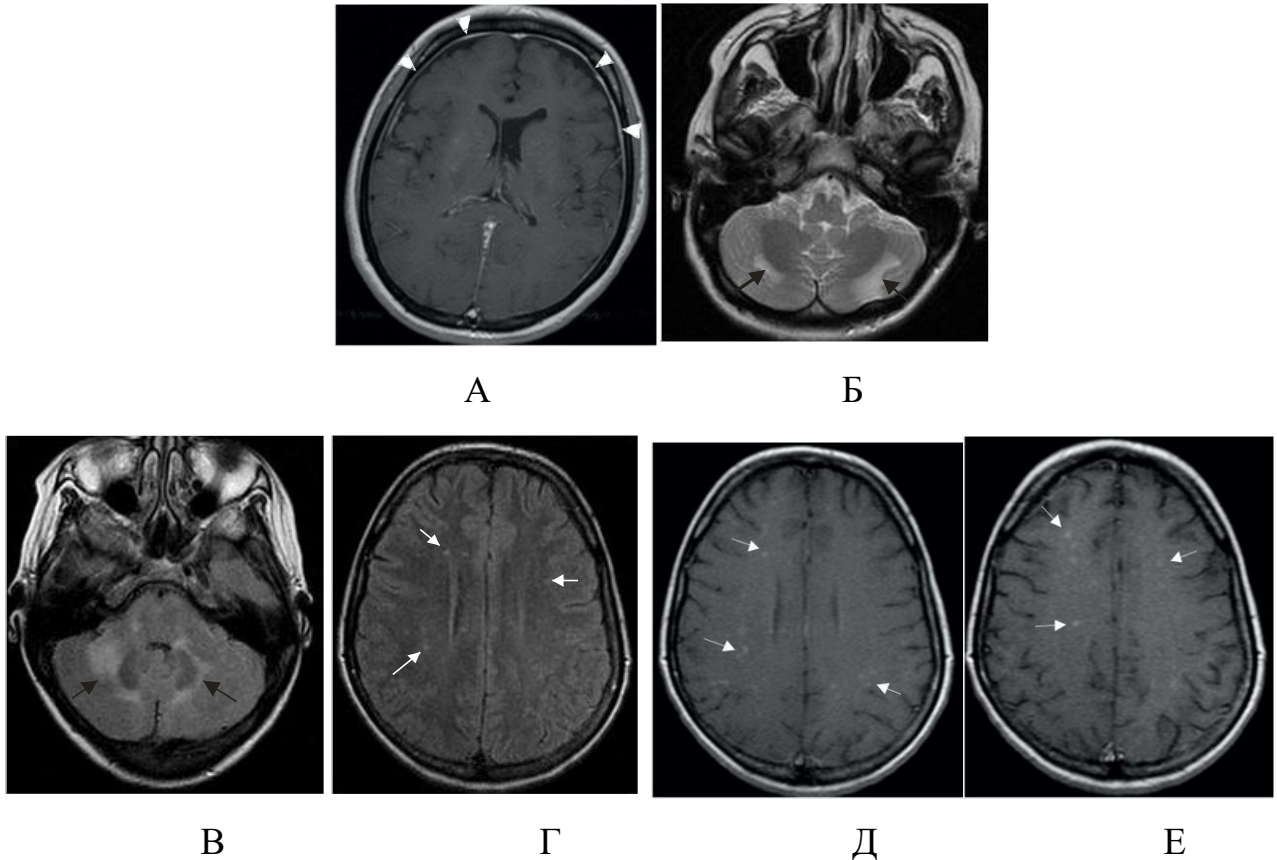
Пациент Г., 33 года (А/к ДЗ-864). Криптококкоз головного мозга, СВИ. Острое ухудшение с декабря 2013г в виде появления диплопии, дизартрии, динамической и статико-локомоторной атаксии, когнитивный дефицит легкой степени. 10.01.2014 г CD4=100 кл/мкл (12%), ВН=615146коп/мл. Начало АРТ. Несмотря на проводимую противокриптококковую терапию и АРТ отмечается прогрессирование неврологической симптоматики. 29.05.2014г CD4=105ккл/мкл (10%), ВН<50коп/мл. Неоднократно повторно выполнялась люмбальная пункция: февраль, март, апрель 2014 - ПЦР на обнаружение возбудителей в ликворе отрицательная, серозный менингит. На МРТ: А, Д, Е - T1 ВИ с контрастированием, Б - T2 ВИ, В, Г – FLAIR. Отмечаются диффузные изменения белого вещества обеих гемисфер мозжечка (черные стрелки). Воспалительные изменения оболочек головного мозга (головки стрелок). На МРТ в динамике через 3 месяца (В,Г,Д,Е) в субкотрикальных отделах белого вещества обеих лобных долей появились мелкие очаги накапливающие контрастное вещество, более отчетливо на отсроченных изображениях (белые стрелки). При первоначальном сканировании (А,Б) эти очаги не определялись
